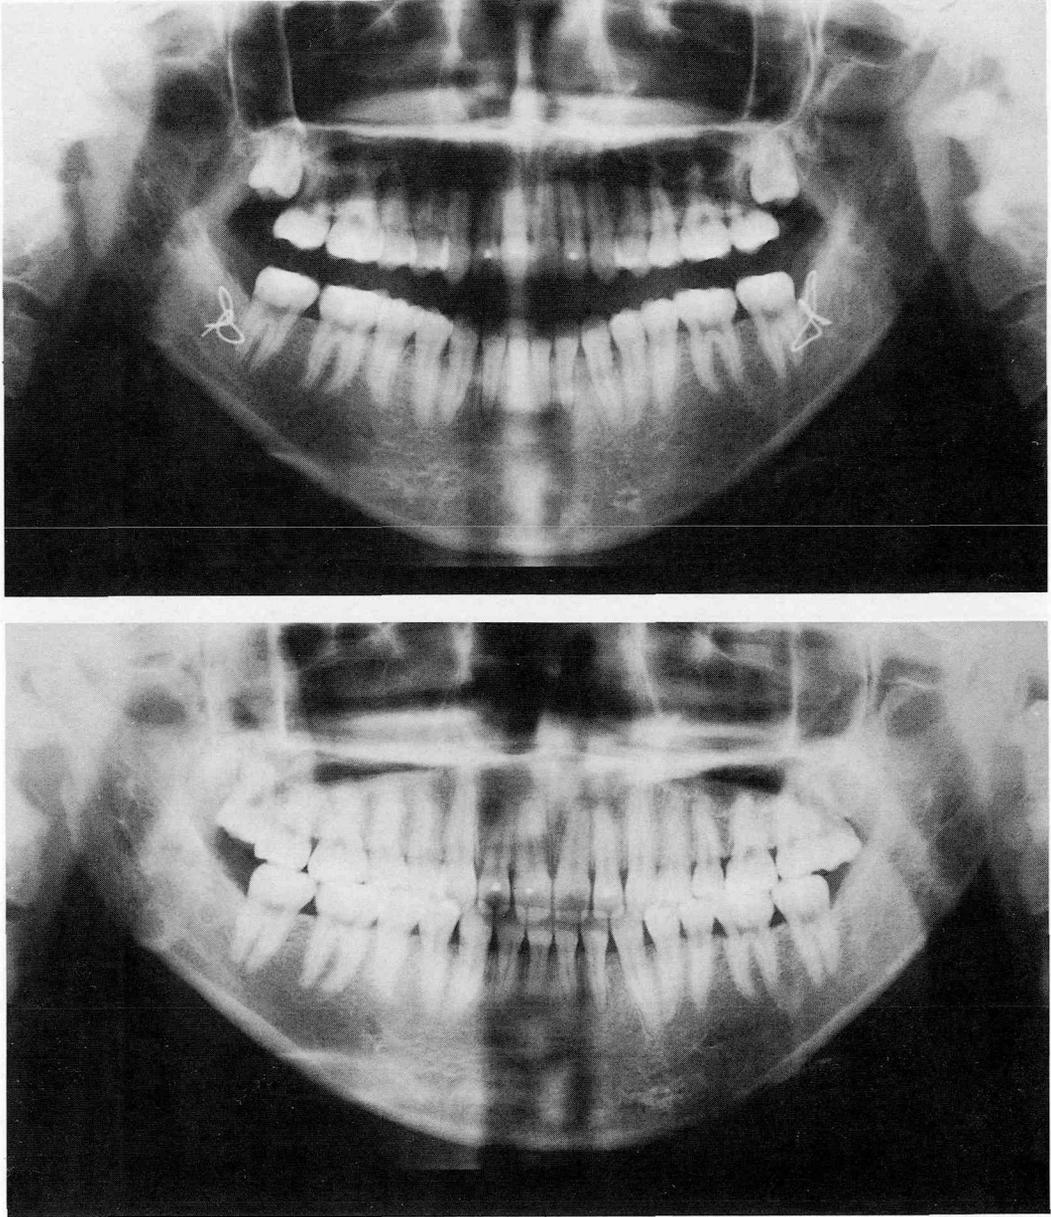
症例1の動的治療終了時（上段）と保定終了時（下段）のパノラマX線写真
